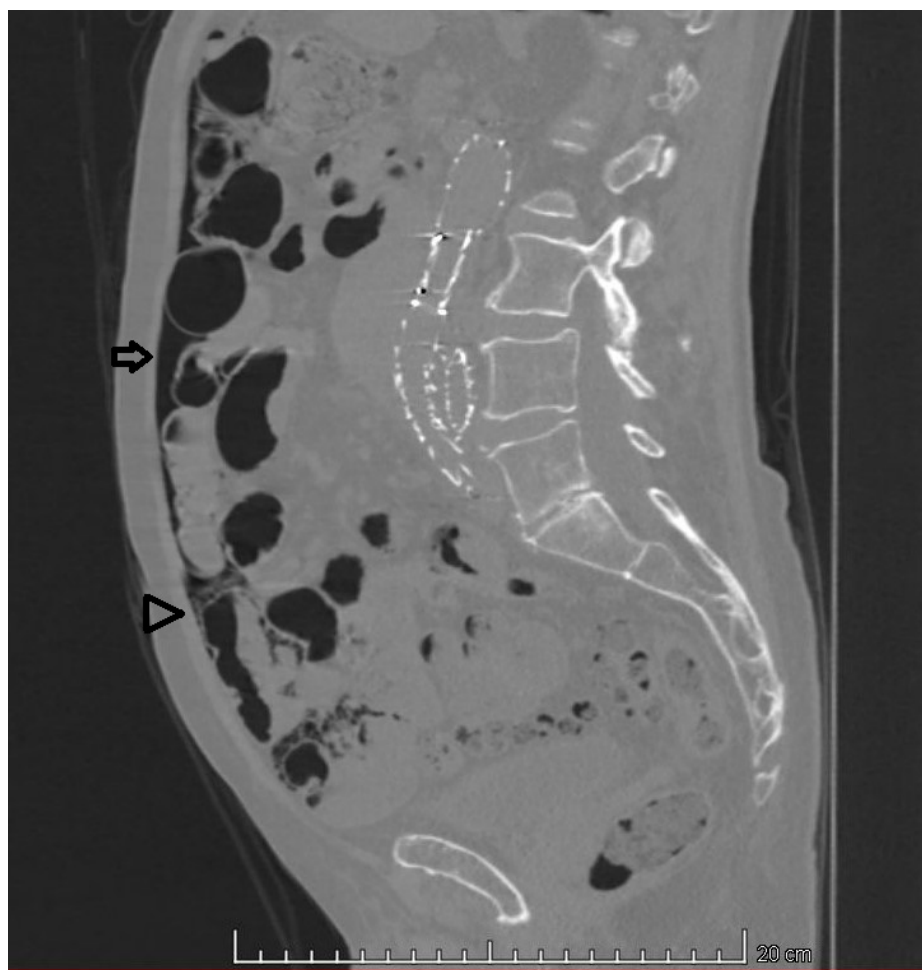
Sagittal CT image in lung window: (arrow) pneumoperitoneum and (arrowhead) “bubbles” within the walls of small intestine segment and the adjacent mesentery, featuring pneumatosis cystoides intestinalis and mesenteric.
